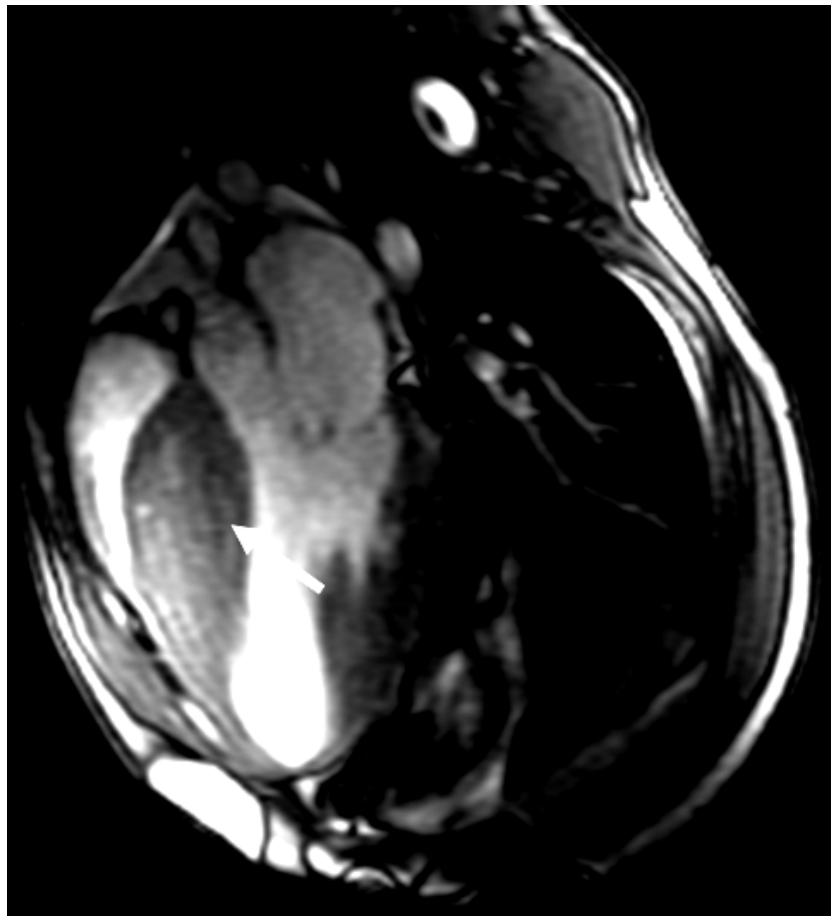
Imagem da via de saída do VE pela ressonância magnética cardiovascular evidencia hipertrofia miocárdica com predomínio septal (seta)
